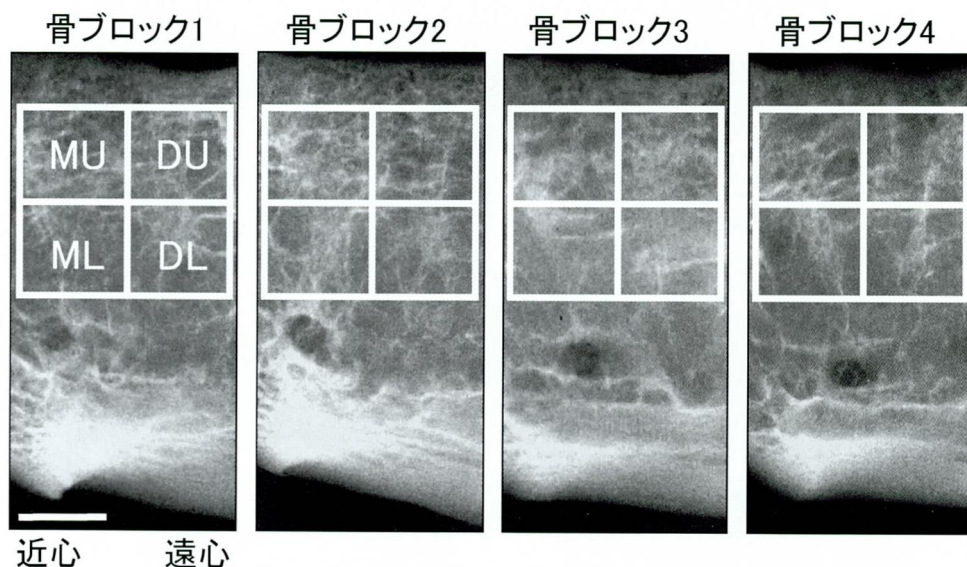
下顎骨無歯顎部の口内法X線写真とROIの設定
